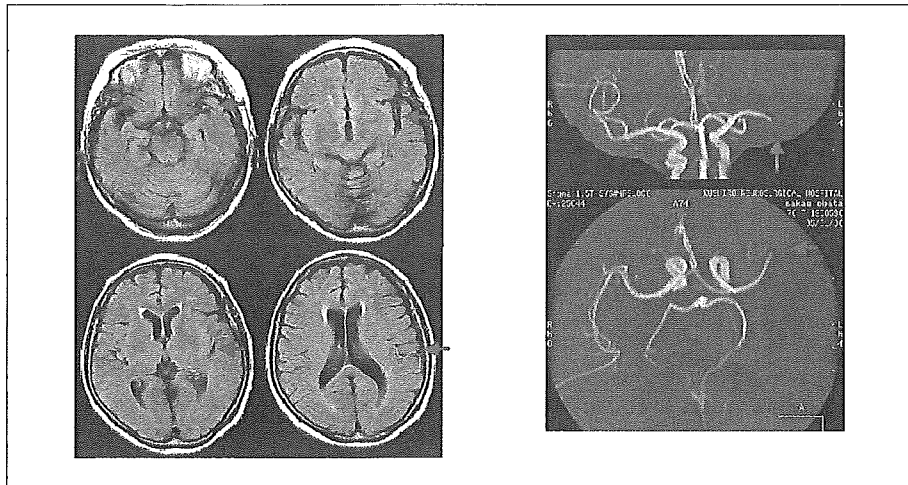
Intraarterial signal (FLAIR)
